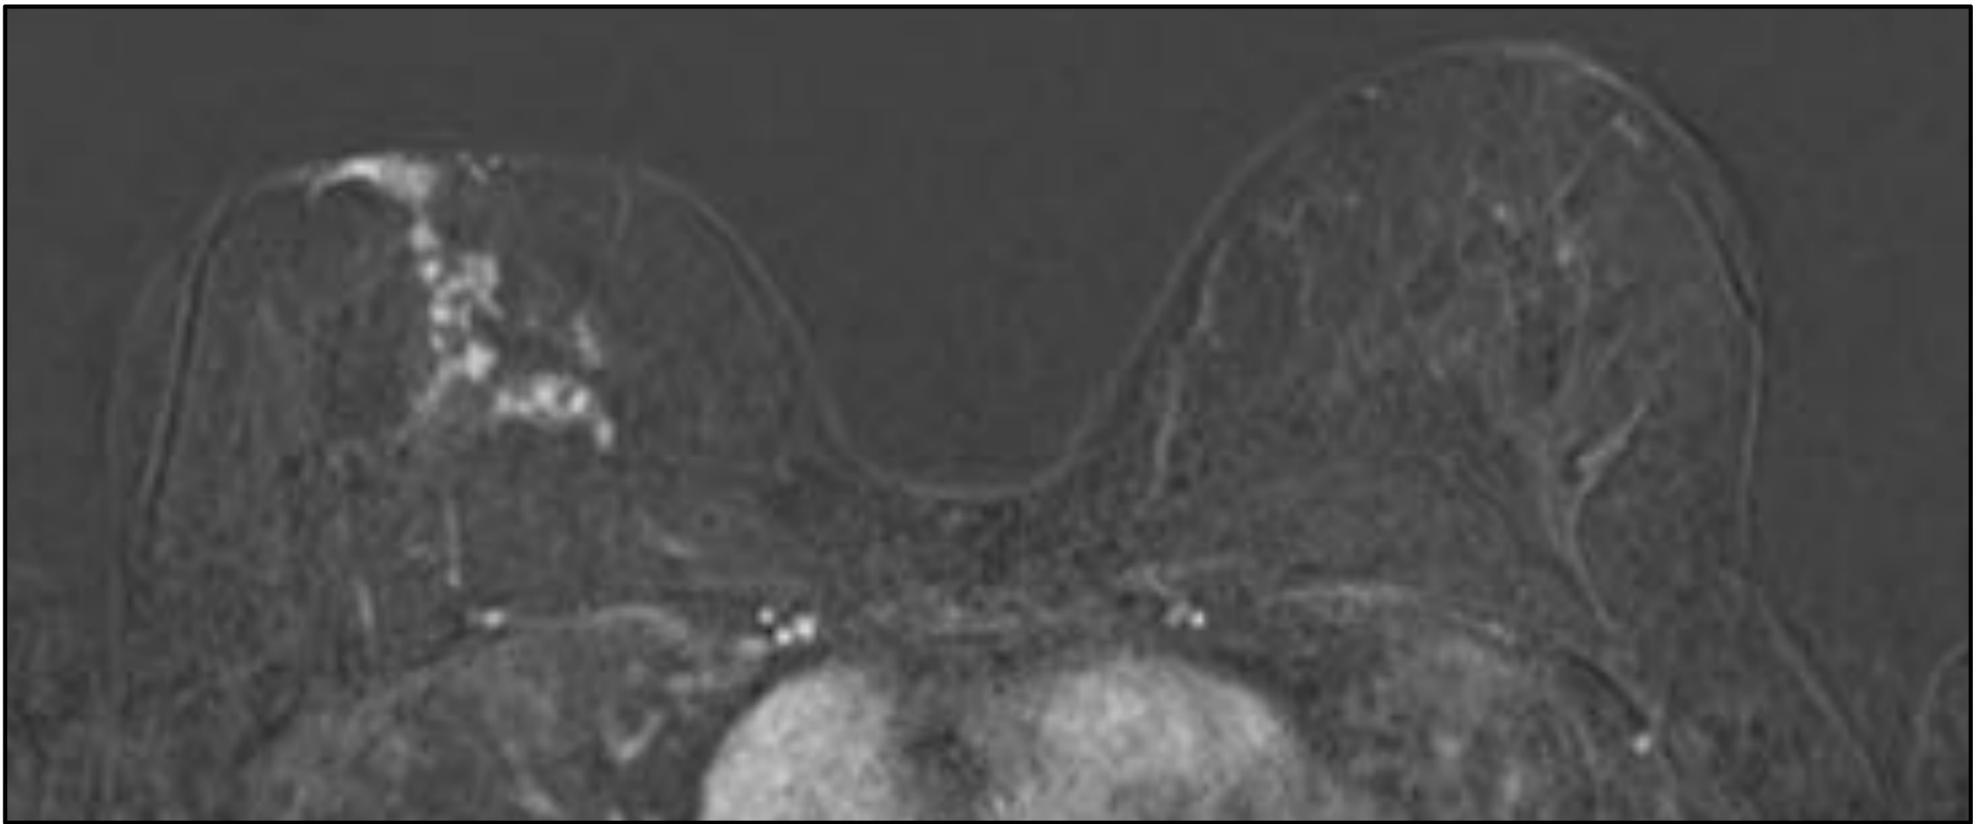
Enfermedad de Paget. RM de mama, imagen axial potenciada en T1 secuencia de substracción tras civ en la que se aprecia un realce intenso y asimétrico de CAP derecho. Asocia un realce no nodular en empedrado con disposición ductal que converge hacia CAP que corresponde a extensos focos de CDIS asociado.
